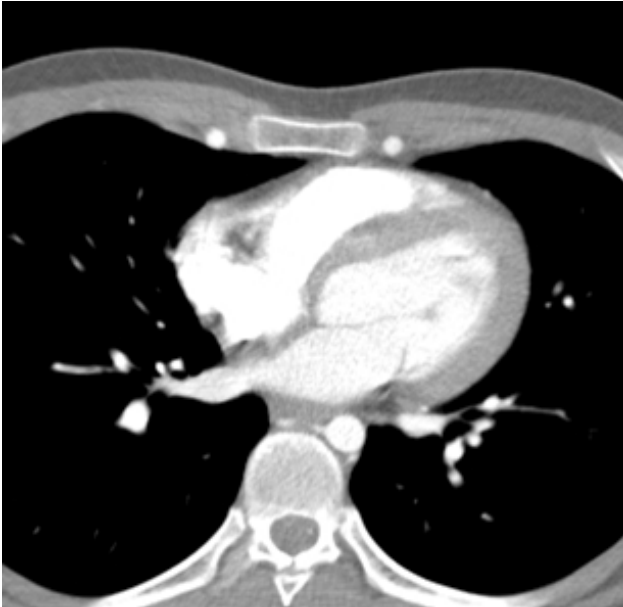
Imagem de corte axial de angio-TC onde se observa marcado espessamento da parede ventricular esquerda. Note-se ainda a proeminência do calibre das artérias torácicas internas.
